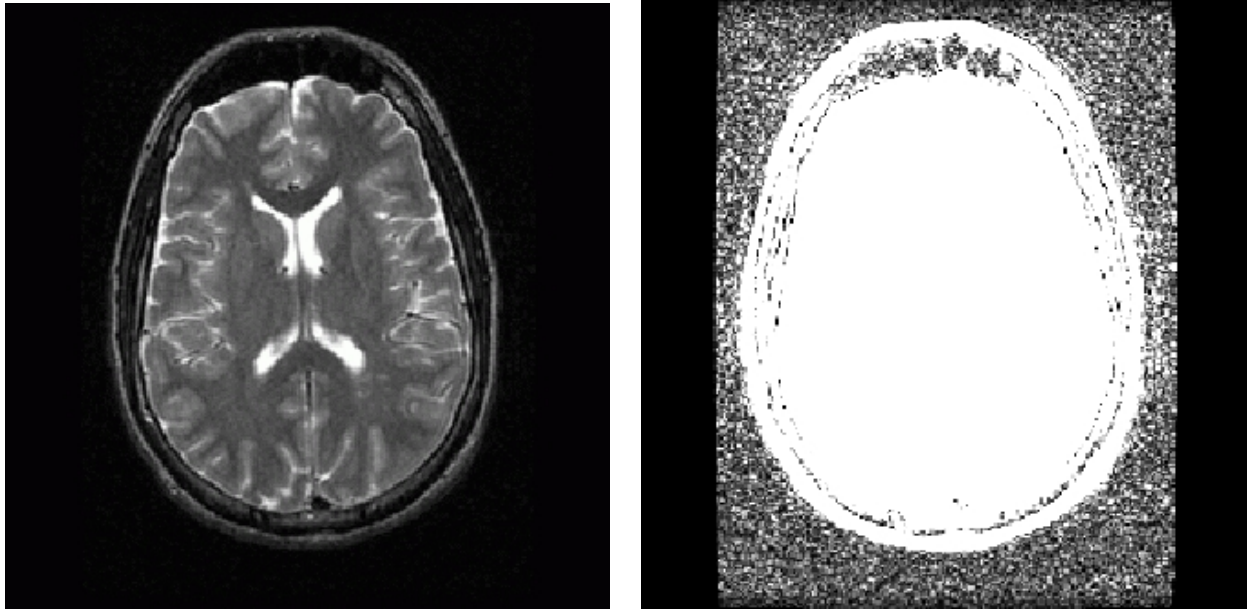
Le bruit de fond d'une image IRM se voit lorsqu'on applique un seuil assez bas sur l'image. Les deux bandes noires sur les côtés correspondent à des zones non explorées.*
